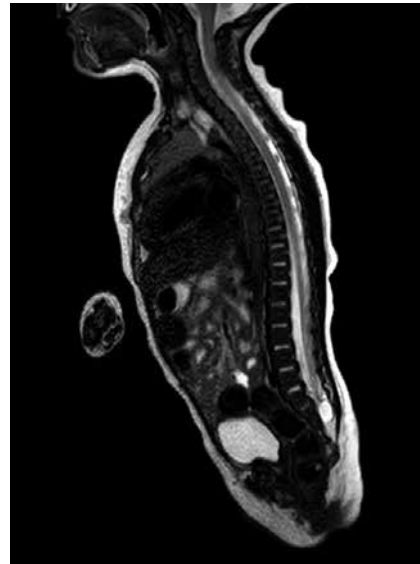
(RM). Cono medular descendido, raíces emergentes rodeadas por tejido graso que se comunican caudalmente con un pequeño quiste de 1 cm y grasa que protruye hacia el tejido celular subcutáneo.
